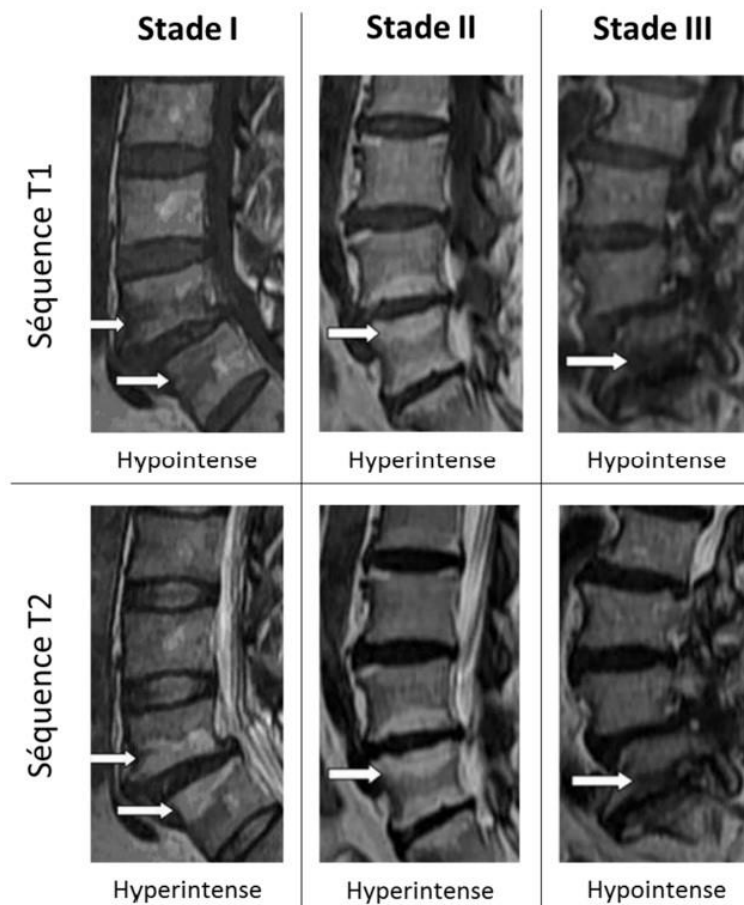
Classifications de Modic de la dégénérescence discale basées sur l'IRM. Les différents signaux hypointenses et hyperintenses (flèches) en séquences T1 et T2 permettent de distinguer 3 stades (d'après Zhang et al. 2008[168]).
